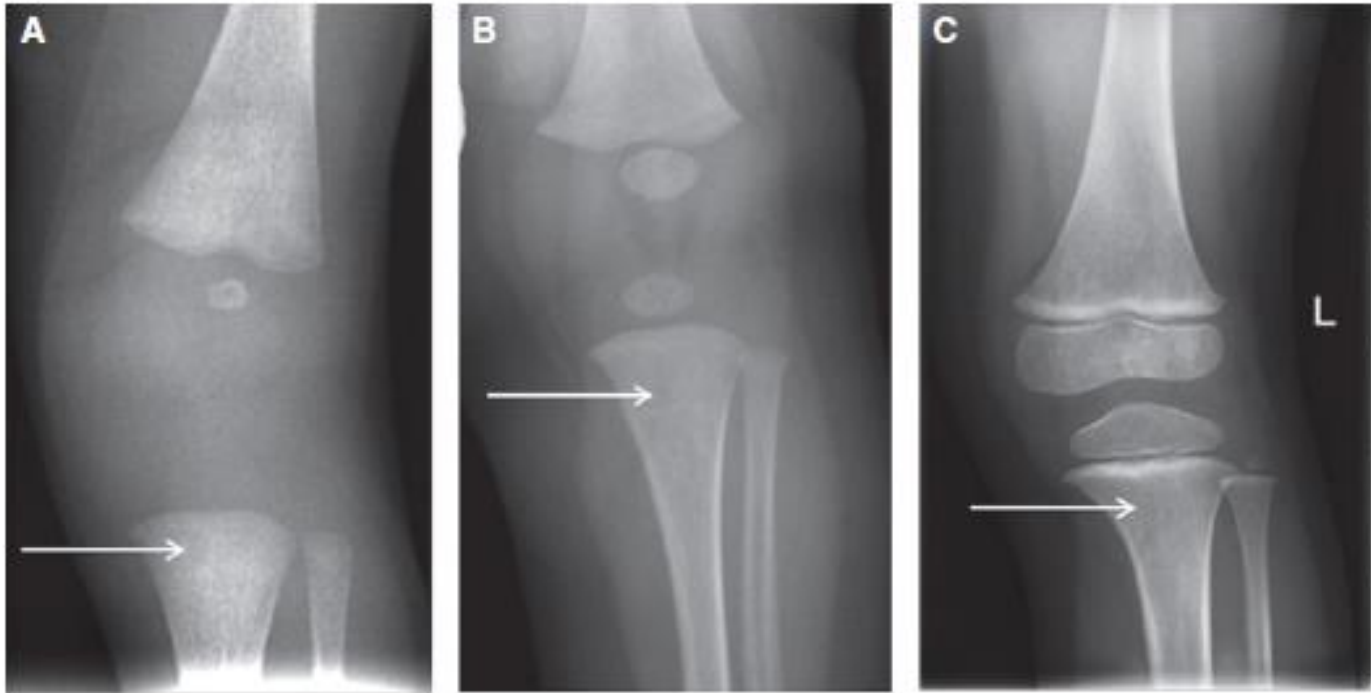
X-rays of left proximal tibia in antero-posterior dimension in (a) a neonate, (b) an infant, and (c) a 3-year-old child.
